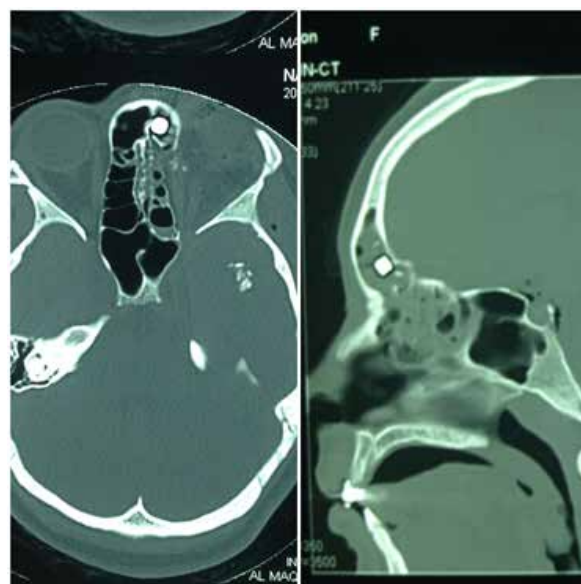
TDM orito cérébrale montrant un corps métallique au niveau du sinus frontal
